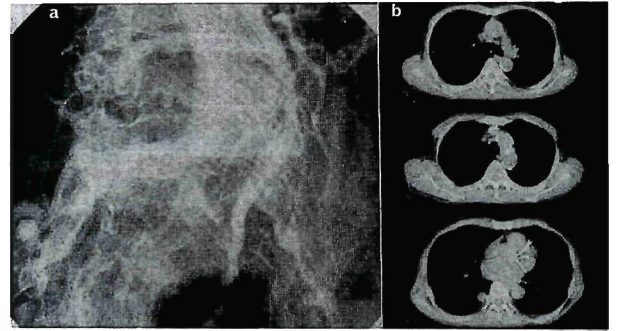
An abdominal aortogram revealing total occlusion of bilateral common iliac arteries (a). A chest CT scan shows severe calcification on the aortic arch, descending aorta and left coronary artery (b).
